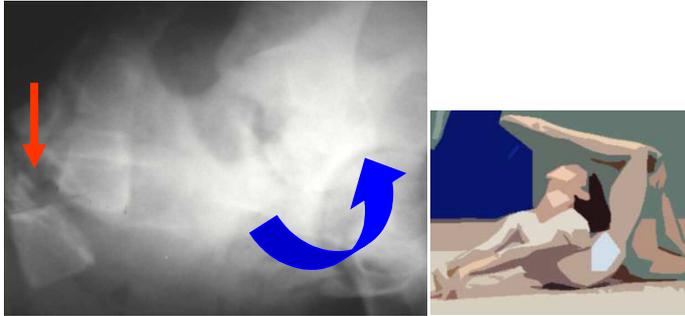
Radiografía lateral de columna lumbar en gesto específico de hiperextensión para valoración de estabilidad de pars articularis de L5.
